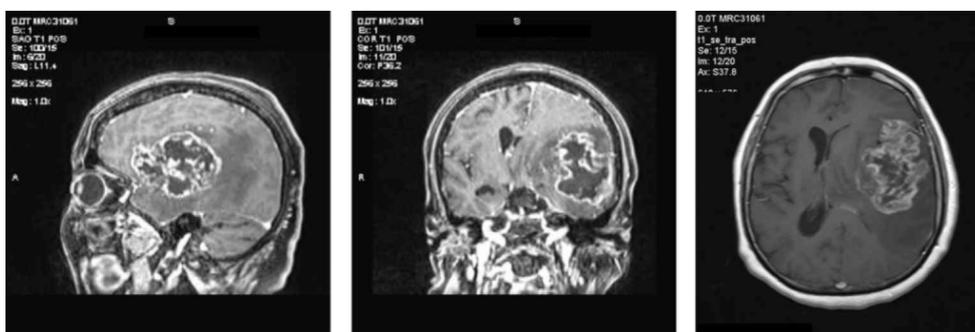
Ressonância de crânio ponderada em T1, após administração de gadolínio, evidenciando massa tumoral de topografia fronto-parietal esquerda, com desvio de linha média.
